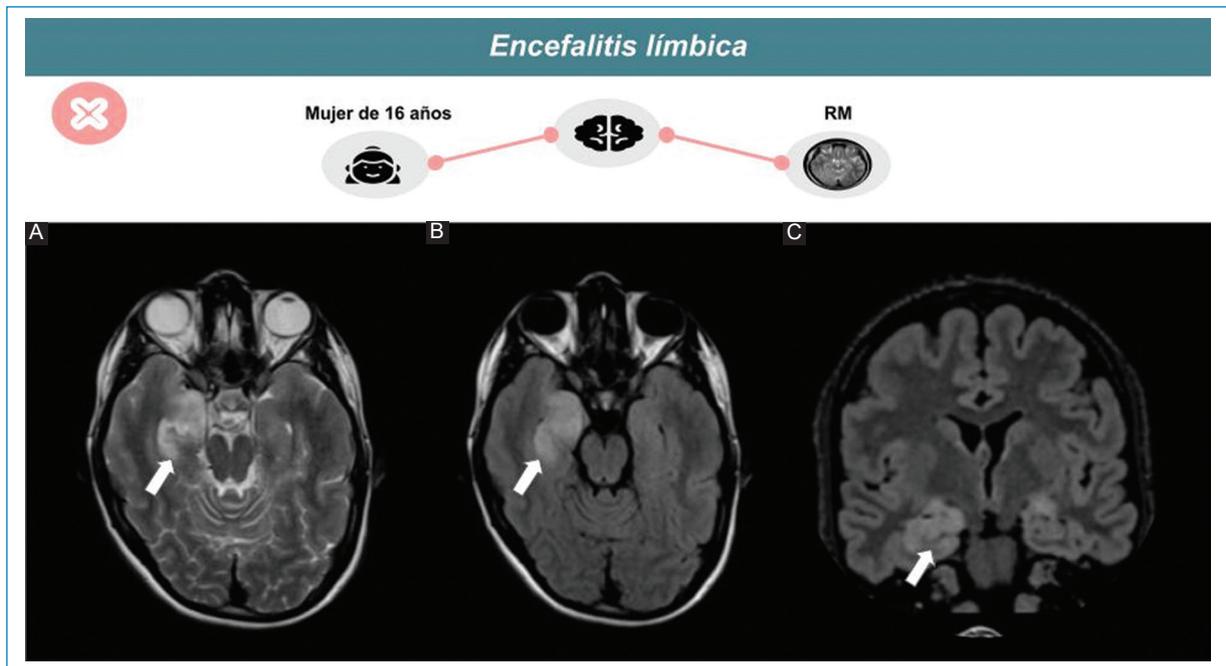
Encefalitis límbica en una mujer de 16 años. Señal hiperintensa ponderada en T2 (A) y FLAIR (B, C) en ambos hipocampos, de predominio derecho (flecha).
